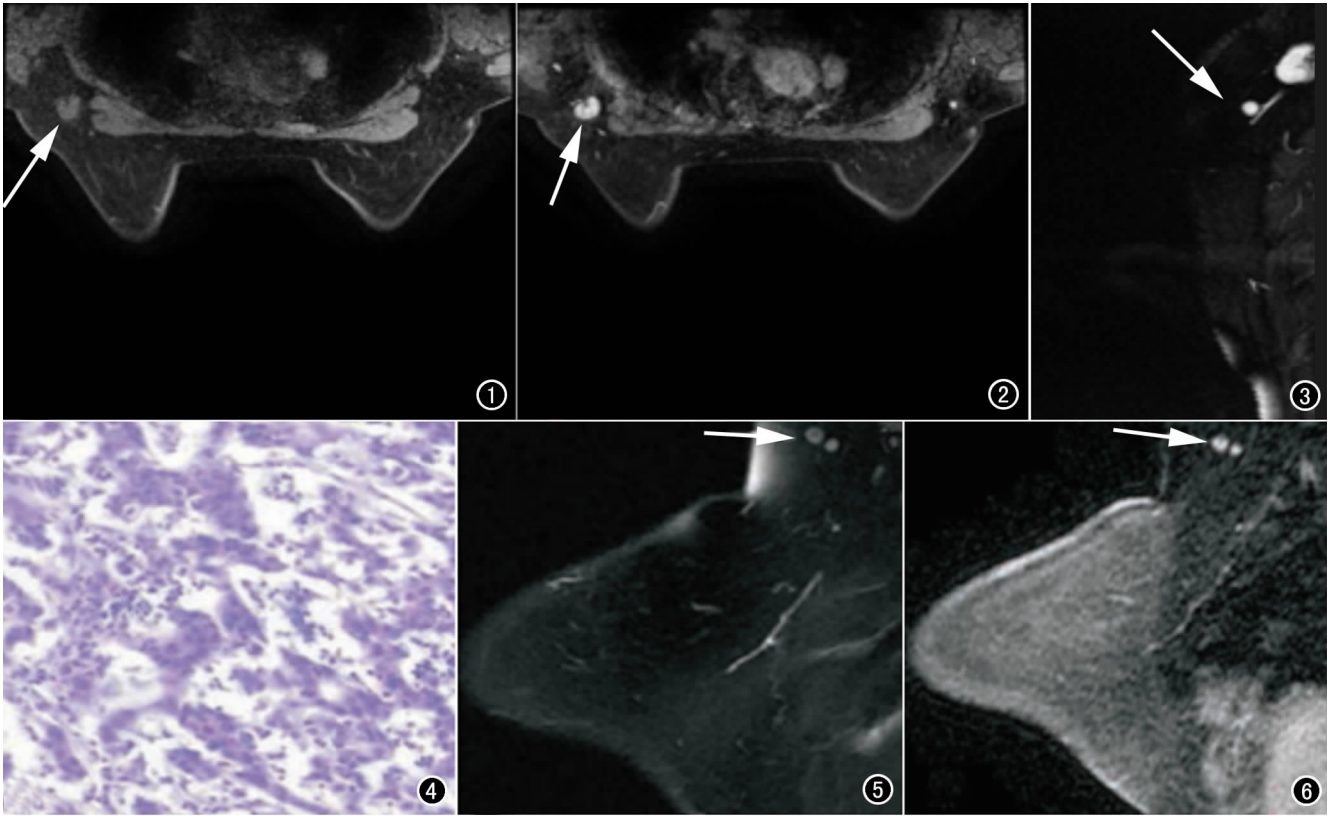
右侧腋窝淋巴结影, 形态不规则, 大小 2.03cm×1.22cm。图 2 增强扫描, 明显强化, 内部信号不均。图 3 DWI 扫描弥散受限, 矢状面多发肿大淋巴结。图 4 HE 染色转移病灶呈弥散性分布。图 5 腋窝小淋巴结影, 形态规则, 边缘光滑, 大小 0.98cm×0.73 cm。图 6 增强扫描轻度强化。图 7 HE 染色淋巴结结构正常。
